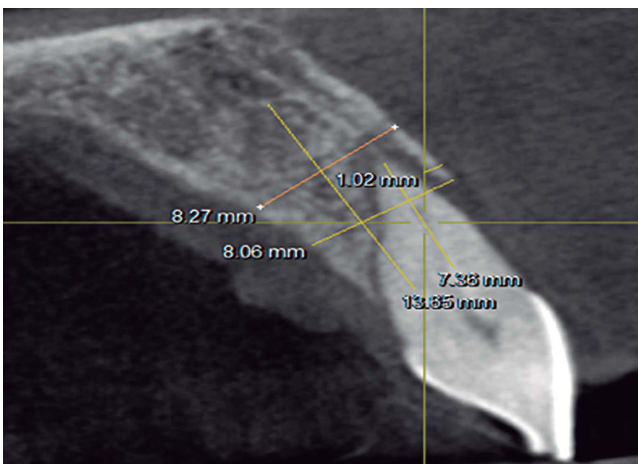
Corte sagital en tomografía, mostró defecto Seibert clase III.
